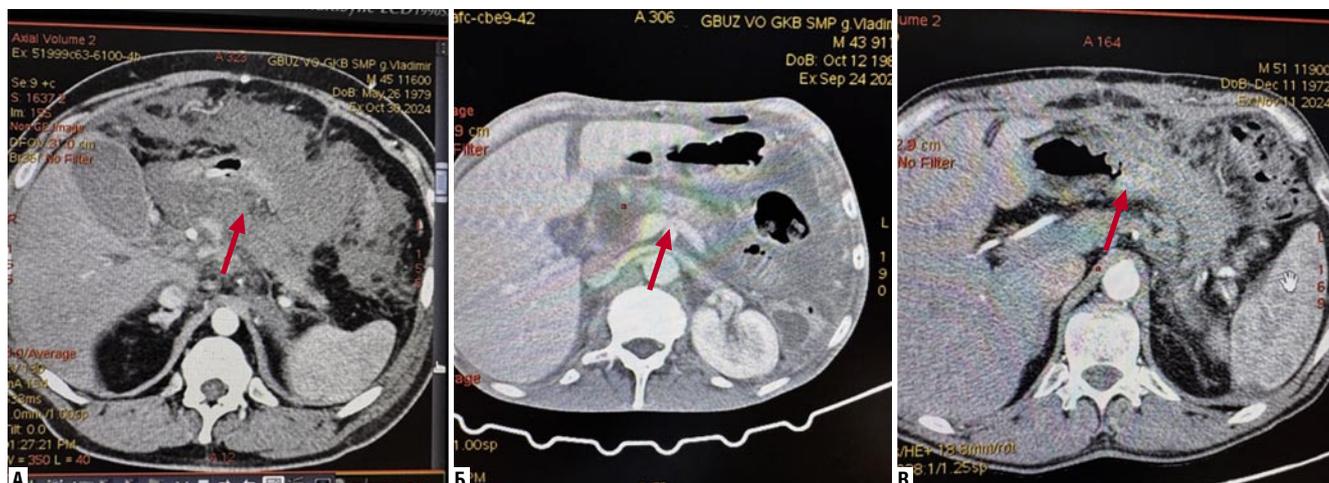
Степень поражения поджелудочной железы по КТ-исследованию у пациентов 2 группы. А – острый отечный панкреатит; Б – массивный панкреонекроз; В – тотальный панкреонекроз.
